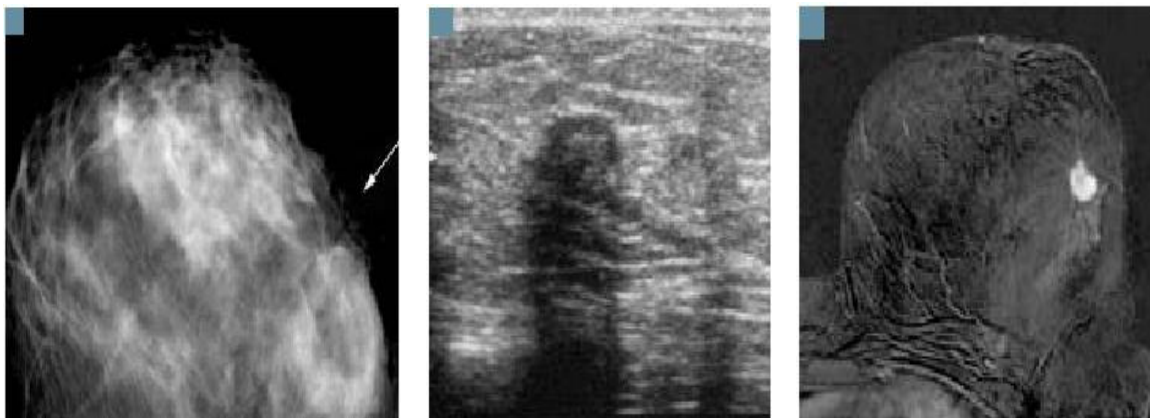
A : Distorsion architecturale en mammographie difficile à Mesurer (flèche). B : L'échographie révèle une masse à contours irréguliers mais facilement mesurable. C : Bonne concordance en IRM.
